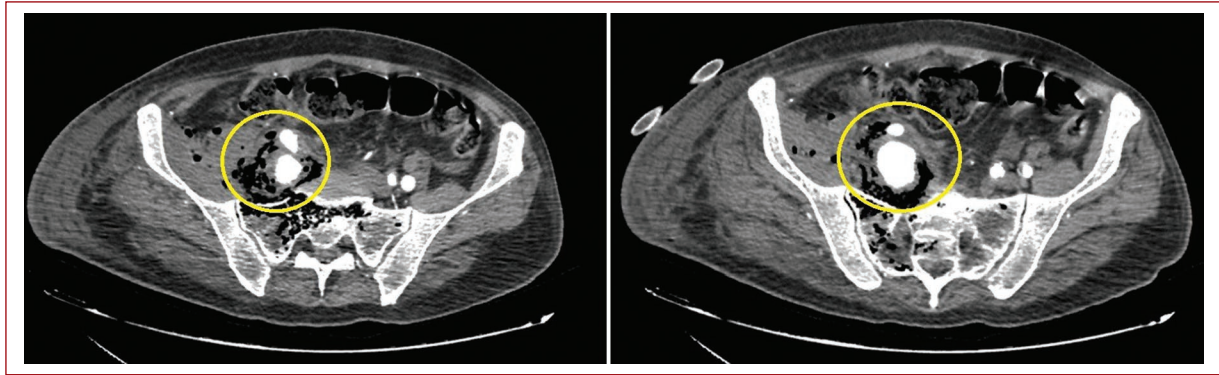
Tomografía axial computarizada con contraste. Círculo amarillo: aneurisma dependiente de arteria ilíaca interna derecha con contraste en su interior y líquido libre perilesional.
